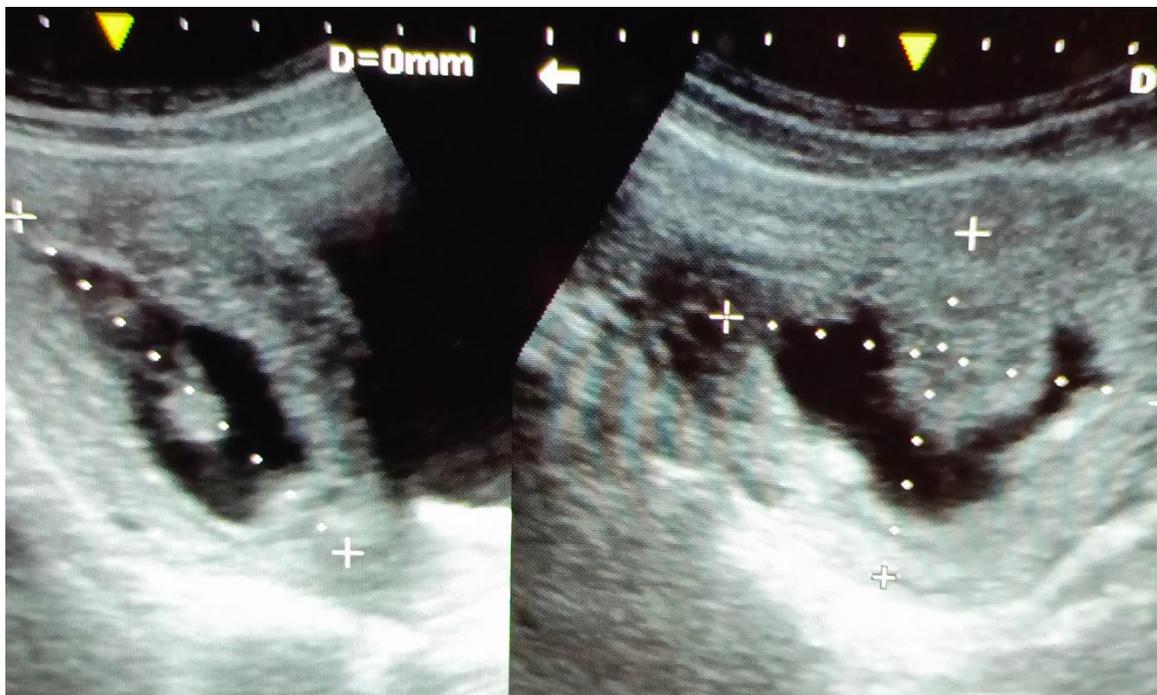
échographie obstétricale utérus montrant une grossesse molaire
